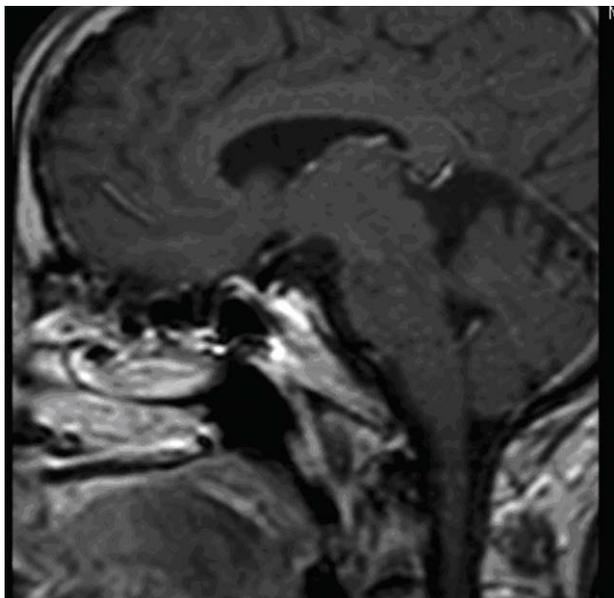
Resonancia magnética cerebral que muestra hipoplasia de tallo hipofisario e hipófisis anterior.
